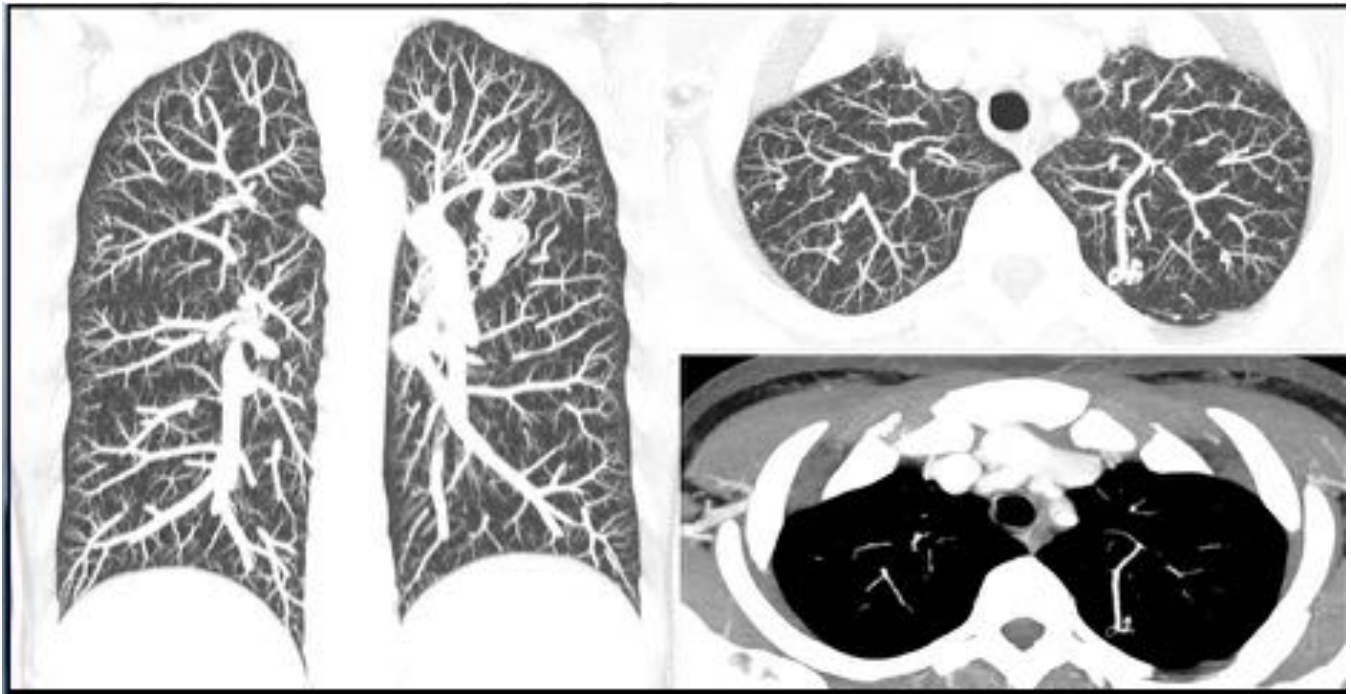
Fig 18. Cortes axiales y reconstrucción coronal MIP de TC de tórax con contraste intravenoso que muestra una malformación artero-venosa en LSI.
